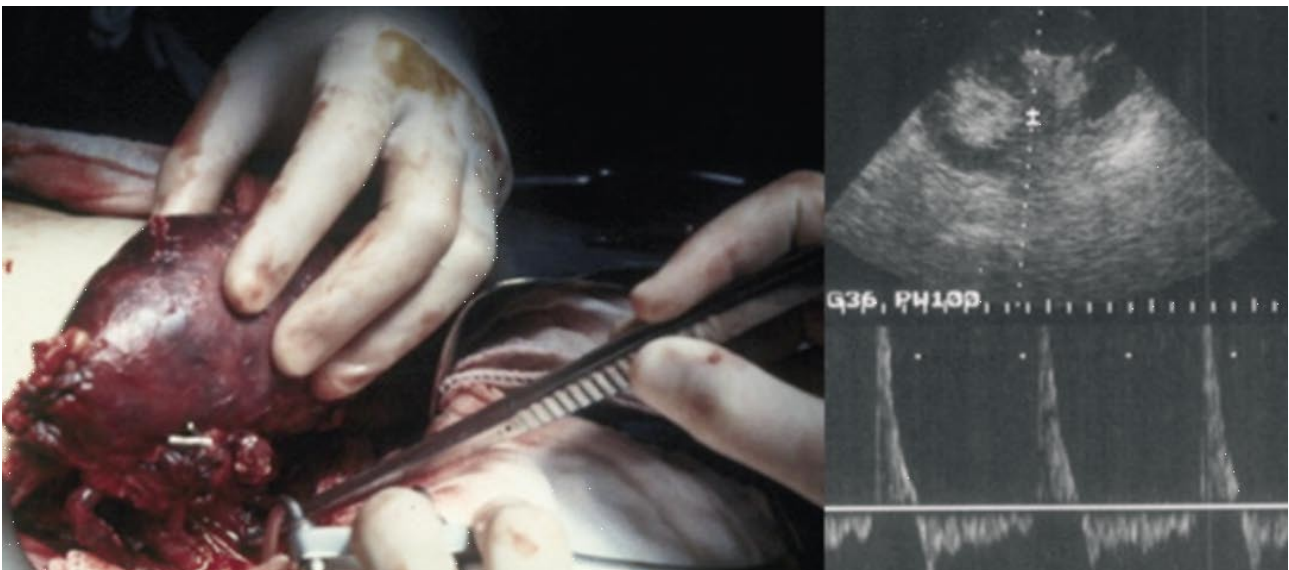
Trombosis venosa del injerto. Patrón característico del eco-doppler con inversión del flujo diastólico.
